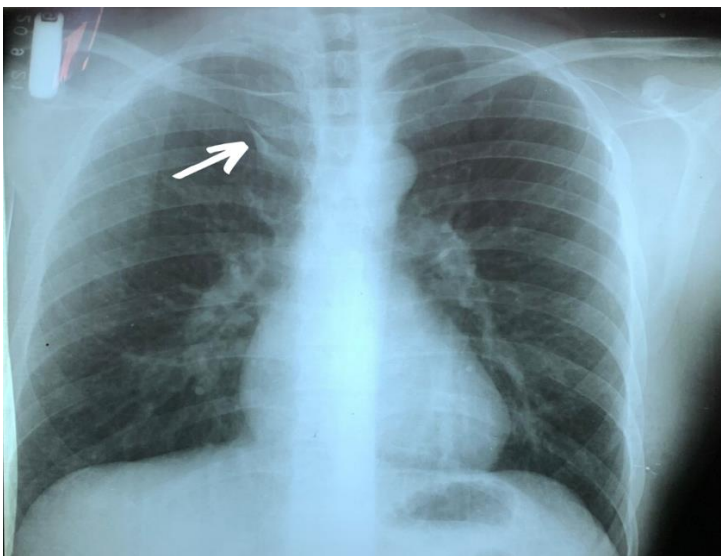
Radiografia de tórax, em PA, evidenciando lobo da veia Ázigos (seta branca).
